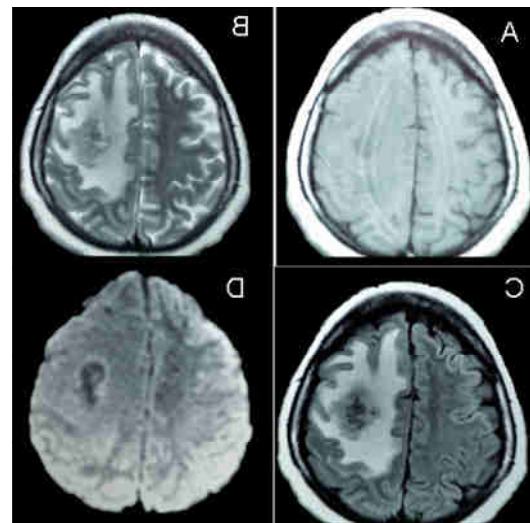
Resonancia magnética de cráneo en secuencias A. T1W, B. T2W, C. FLAIR y D. DWI, donde se observa lesión heterogénea frontal izquierda.
